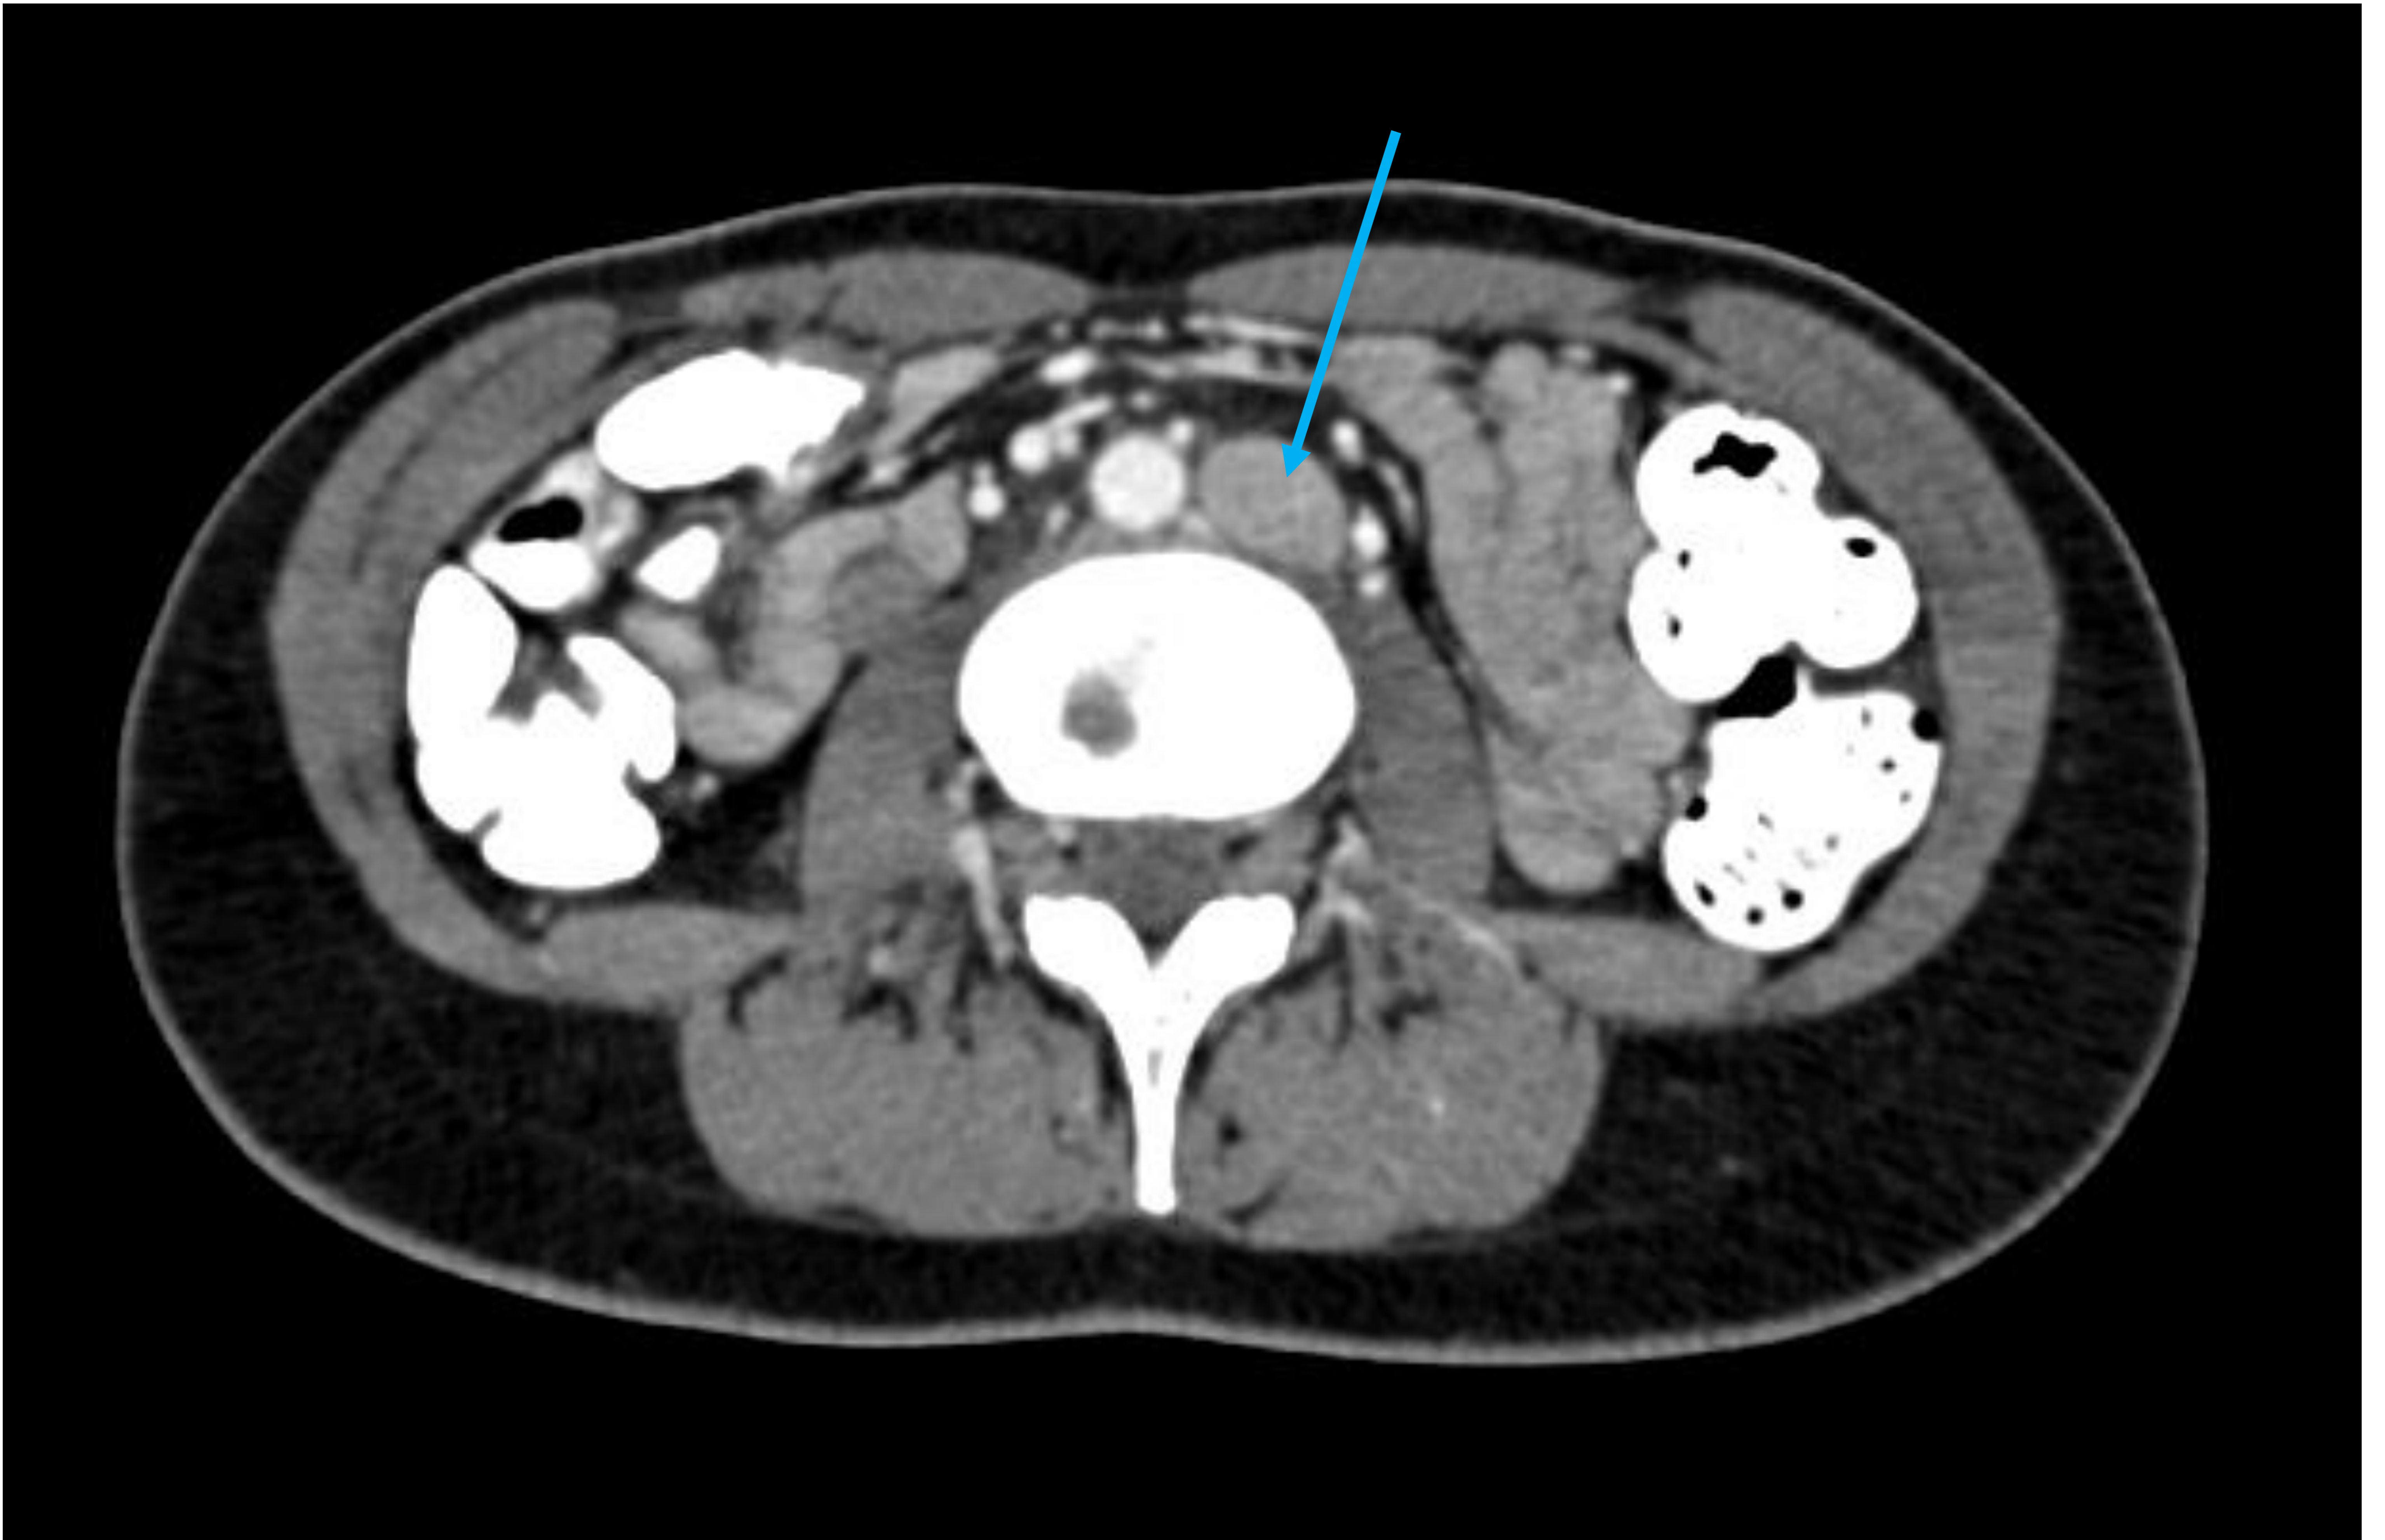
Imagen axial de TC abdominal con contraste IV en fase arterial, en la que se visualiza estructura vascular ovalada de mayor tamaño y a la izquierda de la aorta abdominal, sin identificar la VCI en su posición anatómica, por lo que es compatible con una VCI izquierda (flecha azul).
